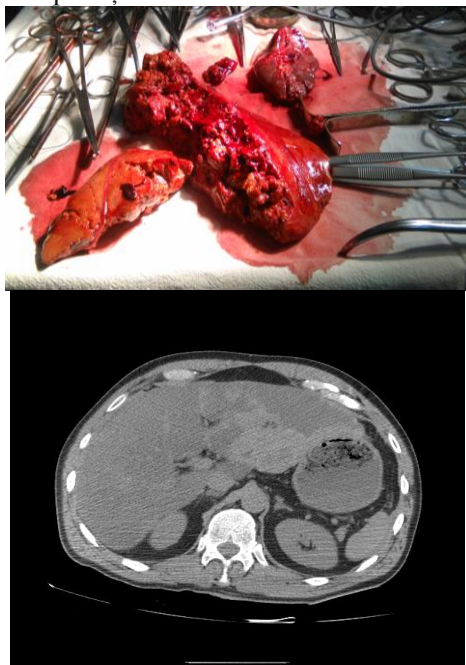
Ruptură renală stângă cu hemoperitoneu masiv cu fuzee retrovezicale- aspect CT
